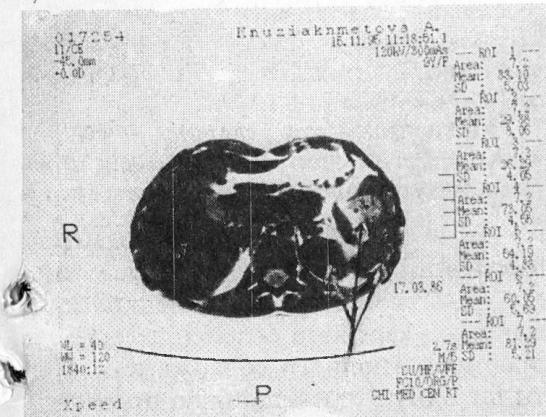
КТ объемного образования, расположенного в паренхиме селезенки больной Х., 9 лет.
